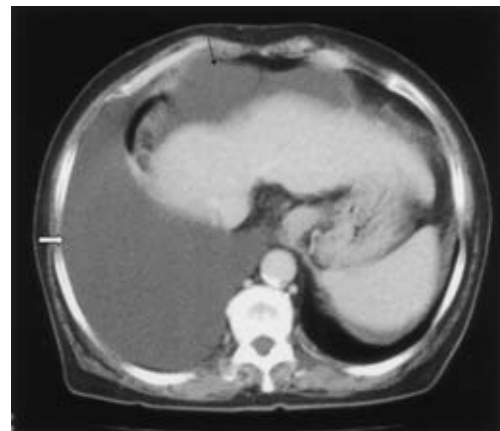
CT scans of the thorax showing a right-sided pleural effusion (white arrow) and ascites (arrow).
